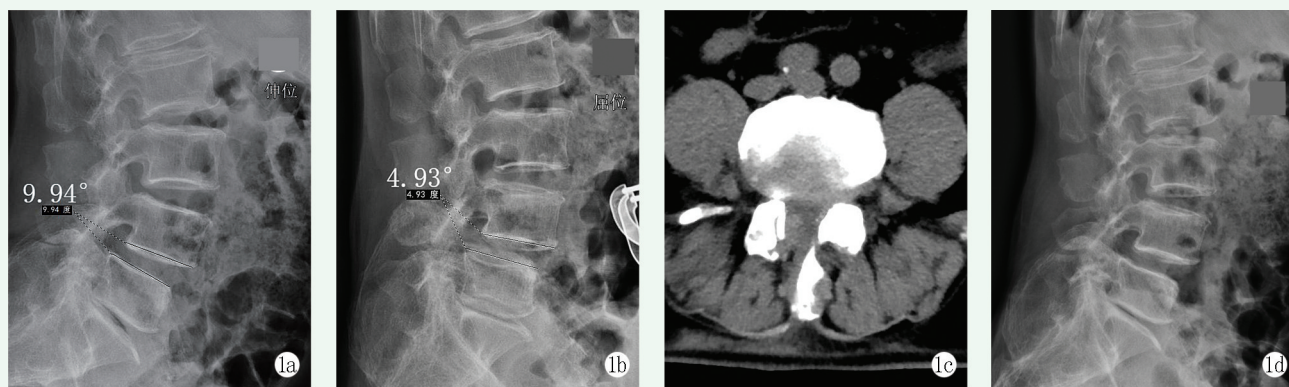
患者男性, 63 岁。1a, 1b: 术前腰椎动力位 X 线片显示为轻度腰椎滑脱, 不稳定; 1c: 内镜椎管减压后 3 d CT 显示责任间隙减压充分; 1d: 术后 12 个月复查腰椎侧位 X 线片显示滑脱程度较术前无明显变化。
